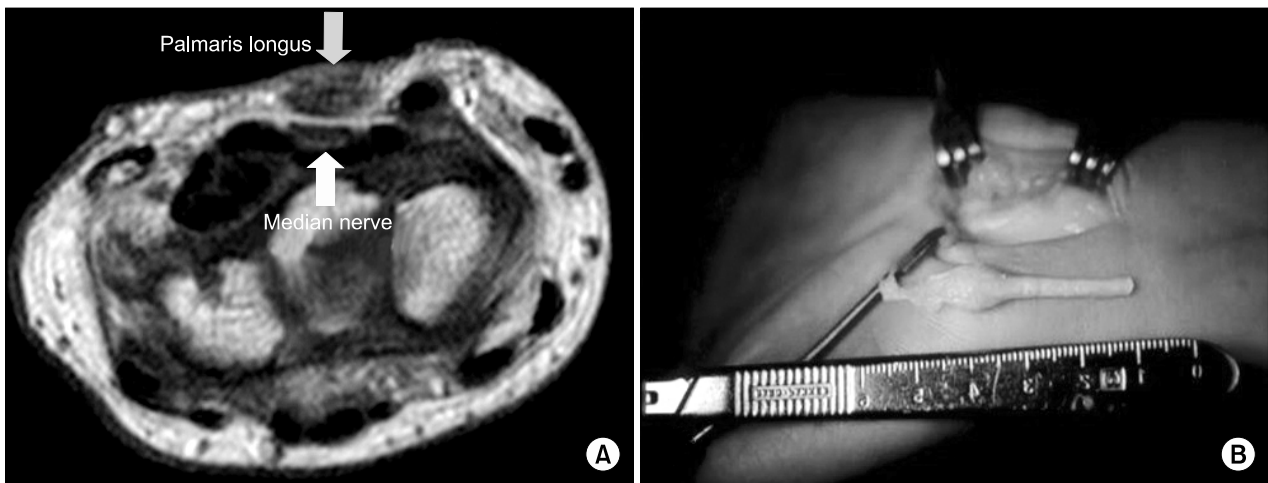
(A) MRI shows hypertrophied palmaris longus is compressing median nerve in carpal tunnel (white arrow: hypertrophied palmaris longus muscle). (B) Open transverse carpal ligament release and hypertrophied palmaris longus excision was performed.
